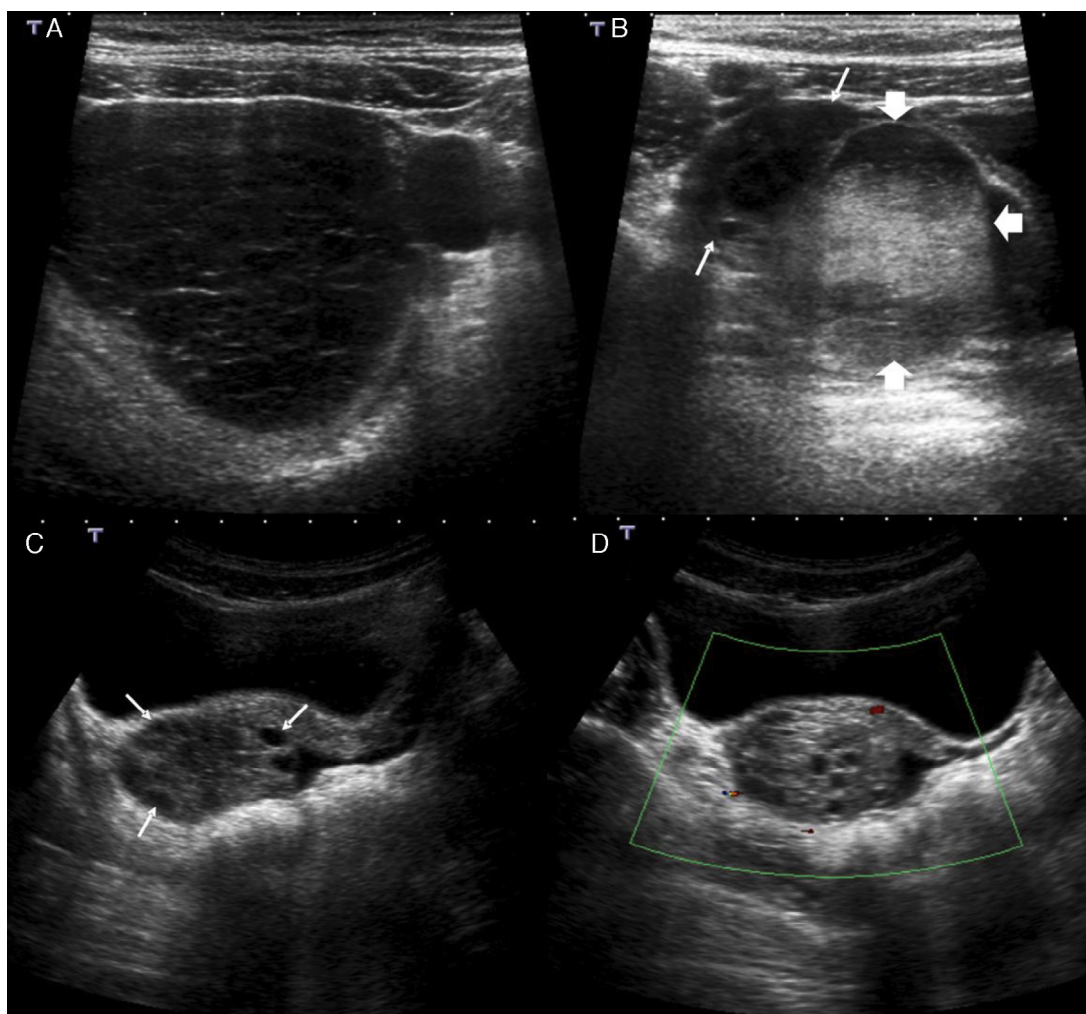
Patología ginecológica. A) Paciente de 12 años de edad con episodio de dolor pélvico. En la imagen de ecografía pélvica se observa un quiste folicular complicado con hemorragia intraquistica de aspecto multitabicado. B) Paciente de 13 años de edad con dolor en la fosa iliaca derecha. En la ecografía pélvica se reconoce una lesión ecogénica (flechas grandes) dependiente del ovario (flechas pequeñas), que en la revisión quirúrgica resultó ser un quiste ovárico hemorrágico sin torsión anexial. C y D) Paciente de 9 años de edad con dolor abdominal y vómitos. En la imagen de ecografía pélvica se reconoce un aumento del volumen ovárico derecho, desplazado hacia la línea media y con folículos periféricos (flechas pequeñas). En la ecografía Doppler-color se demuestra la ausencia de flujo ovárico.
